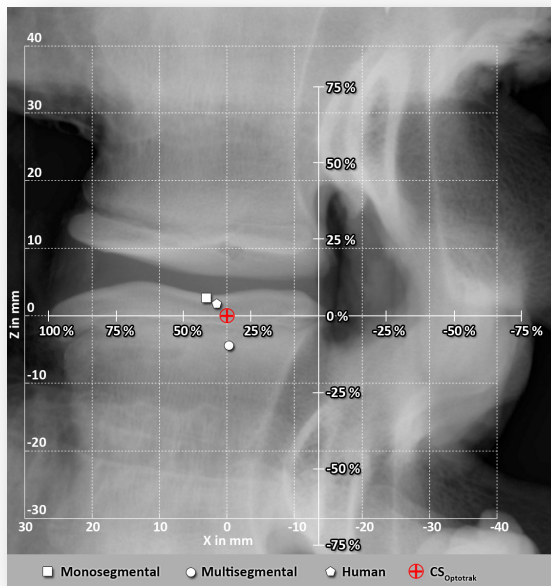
Projektion der jeweiligen berechneten CoR in das korrespondierende Röntgenbild.
